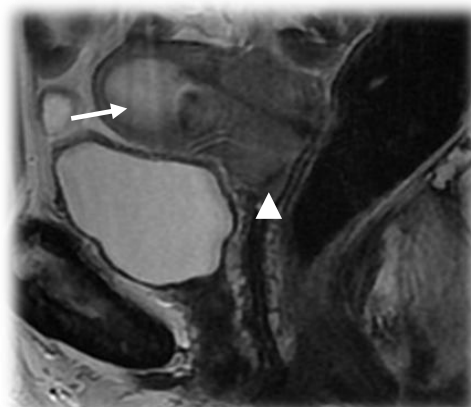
Extension à l'isthme. IRM en pondération T2 en coupe sagittale. Patiente de 65ans, carcinome epidermoïde du col utérin mesurant 38mm de grand axe, extension localisée au cul de sac vaginal antérolatéral droit (tête de flèche), envahissement de l'isthme utérin avec rétention endo-cavitaire en amont (flèche). Absence d'extension paramétriale, absence d'extension aux organes de voisinage (vessie, rectum).
